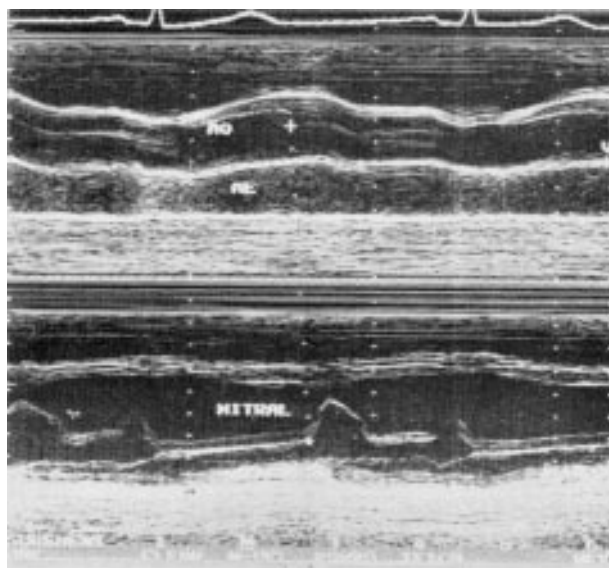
Avaliação do TRIV (intervalo de tempo entre o fechamento aórtico e a abertura mitral) através do registro simultâneo das valvas aórtica (Ao) e mitral ao ecocardiograma unidimensional.
